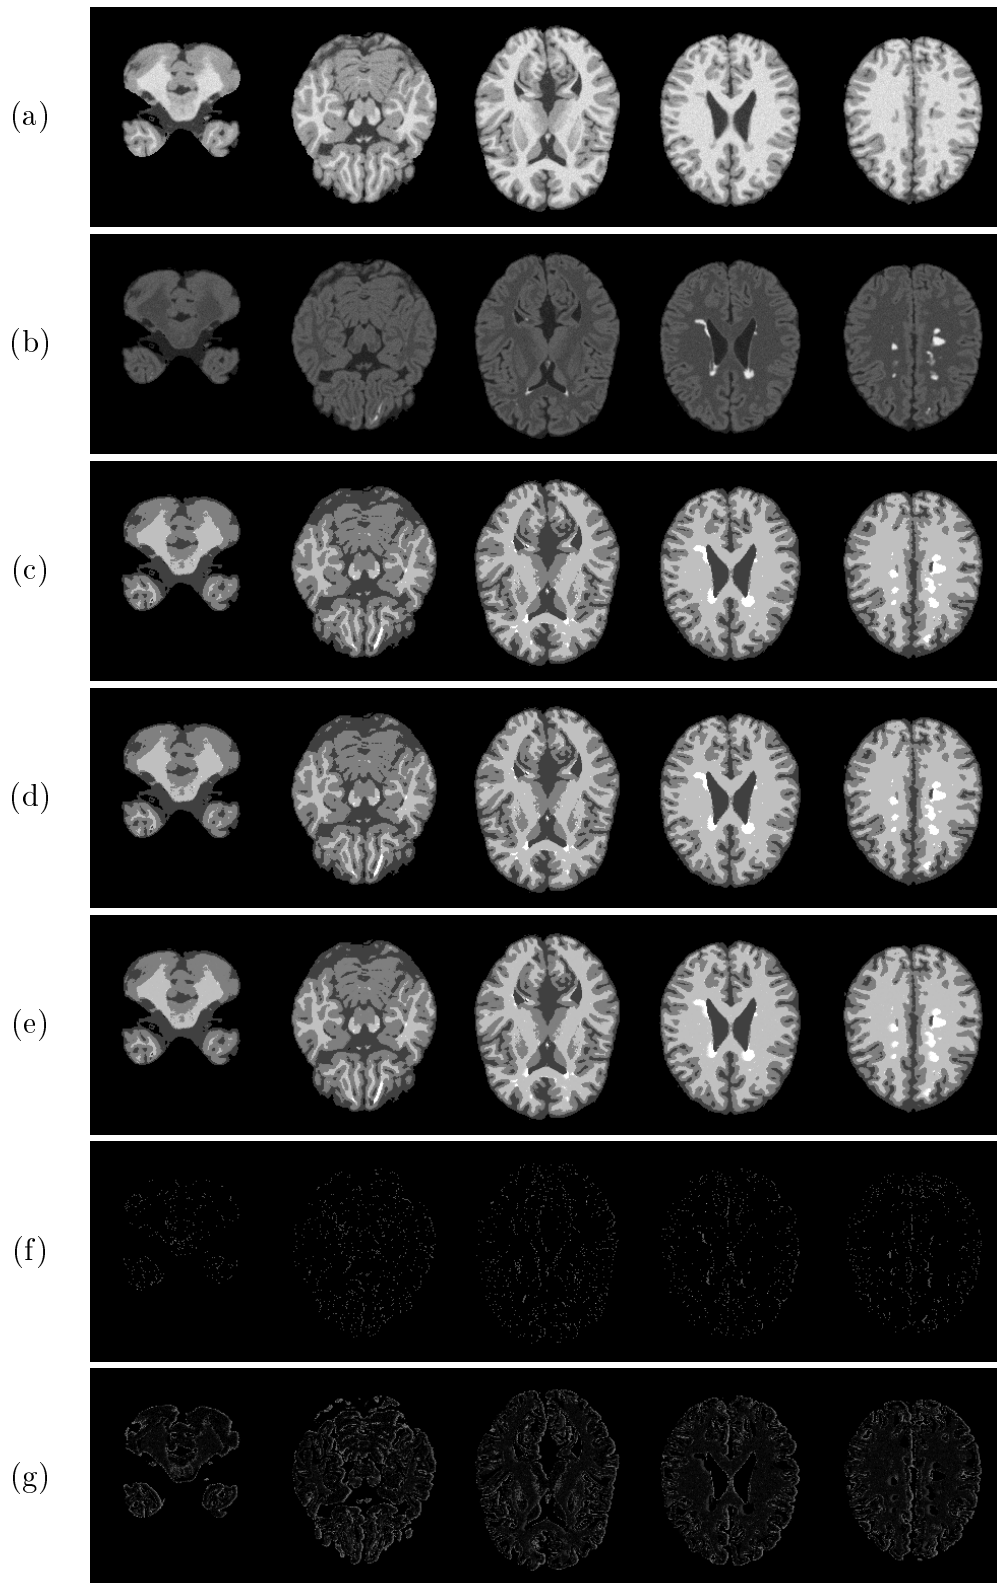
Masken der Lage- und Streuungsmaße der Segmentierung. (a) T_1 - und (b) FLAIR-Sequenzen, (c) „harte“ Segmentierung (Modus), (d) Median, (e) arithmetisches Mittel, (f) Interquartilsabstand und (g) Variationskoeffizient.
